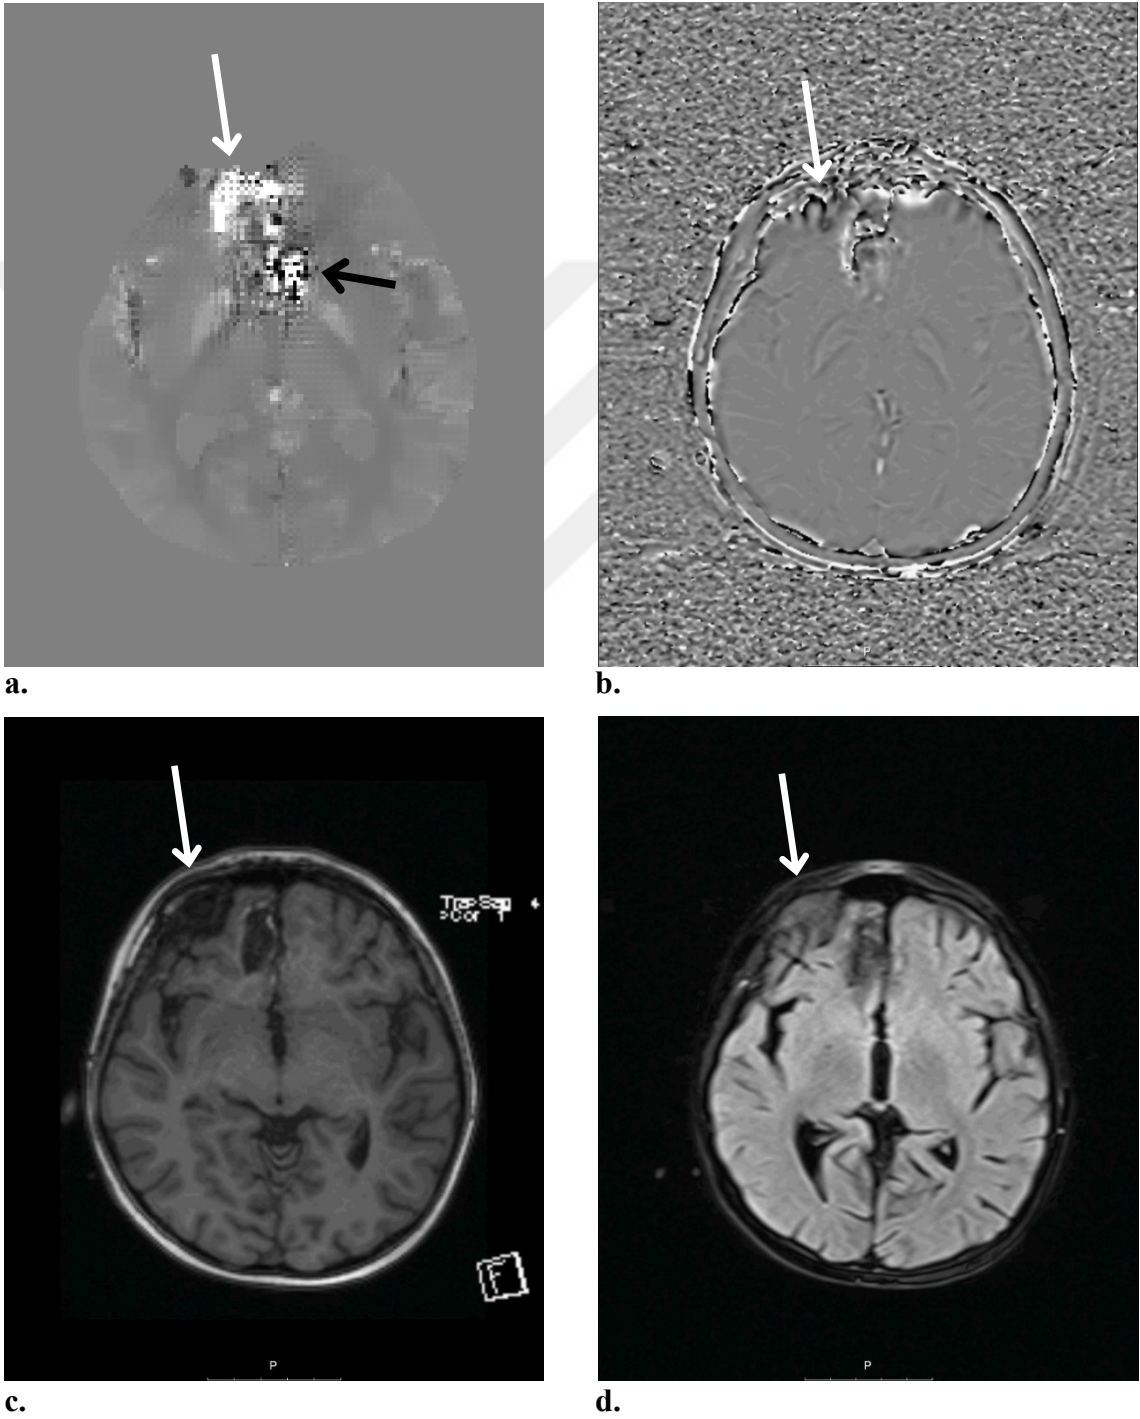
Mikrohemorajiye sahip bir çocuk hastanın farklı görüntülerinin aynı kesitten görüntüsü (a. QSM; b. SWI faz; c. MPRAGE (T1); d. FLAIR (T2))
